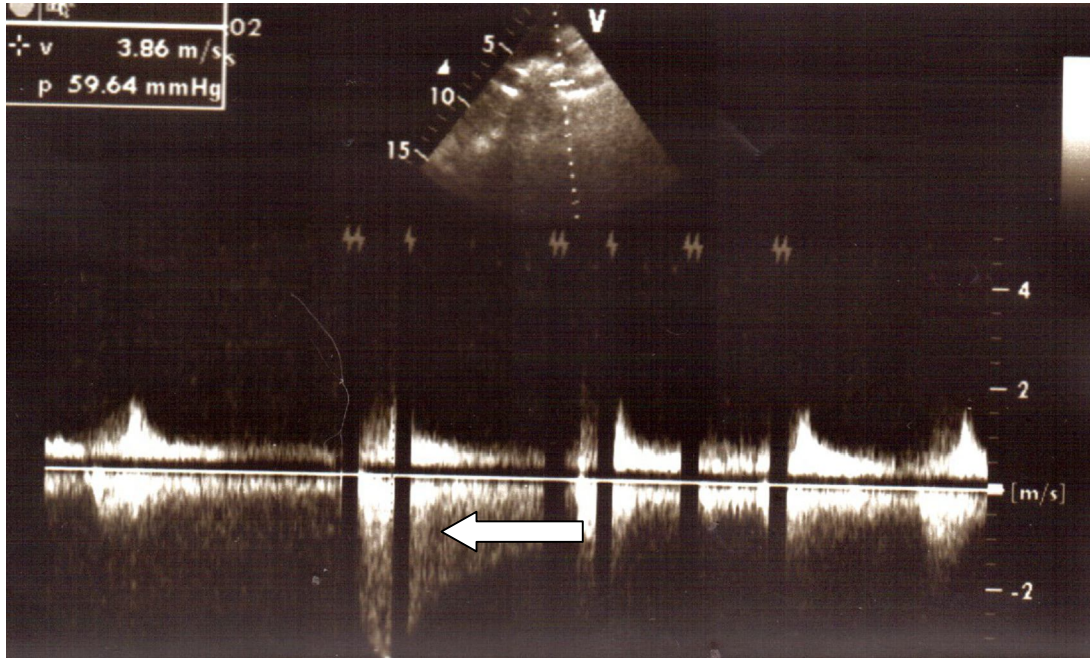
Echocardiographie transthoracique doppler continu en coupe suprasternale montrant un flux systolodiastolique en lame de sable (flèche) de la CA avec une vitesse de 3,9m. s-1 et un gradient maximal de 60mmHg.
